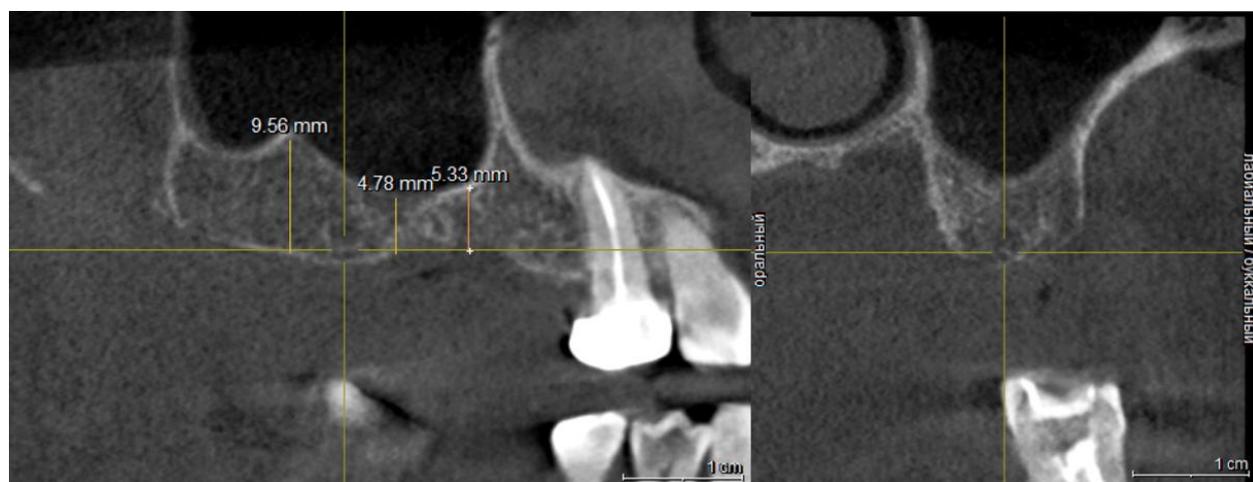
Первичный 3D-КТ снимок верхней челюсти пациентки К., отсутствие 1.5, 1.6, 1.7 зубов, выявлена атрофия костной ткани. Март 2023 года
